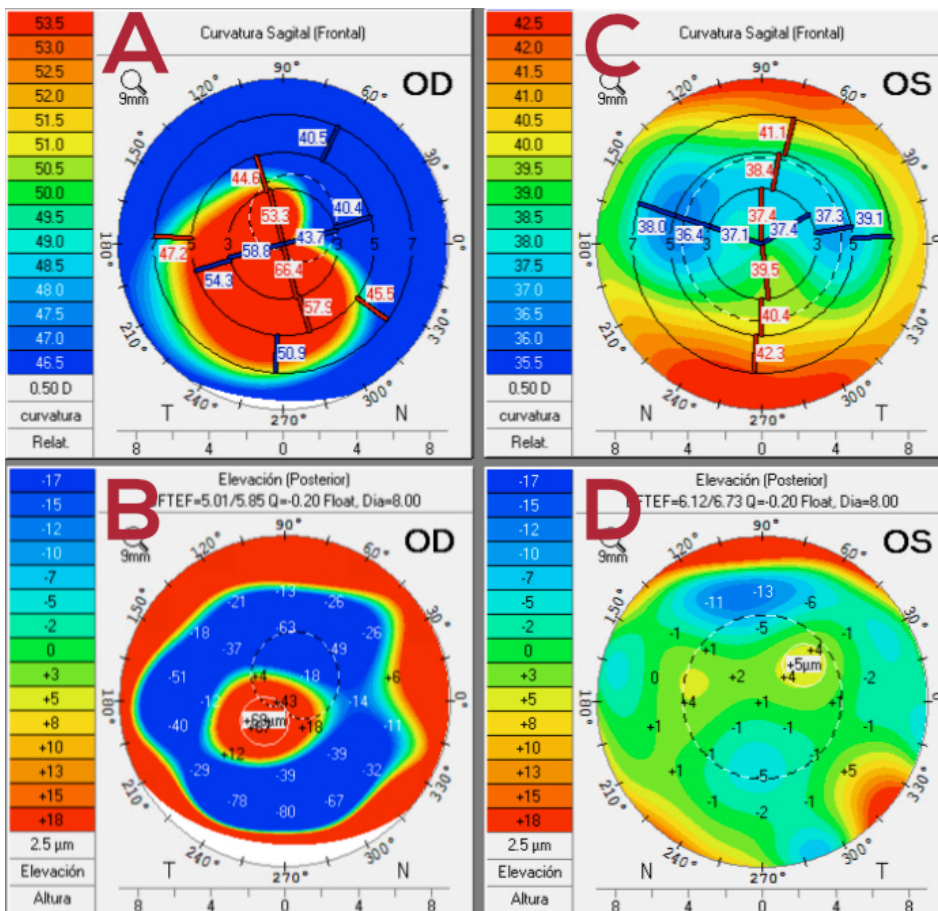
Tomografía corneal de un paciente con ectasia post-LASIK en el ojo derecho. Se puede apreciar la gran alteración en la curvatura sagital del ojo derecho (A) asociado a una elevación francamente patológica de la cara posterior de la córnea (B). Las imágenes del ojo izquierdo muestran un aplanamiento central compatible con una ablación miópica previa (C) asociado a una cara posterior de la córnea normal (D). El paciente tenía antecedente de LASIK miópico siete años antes.
